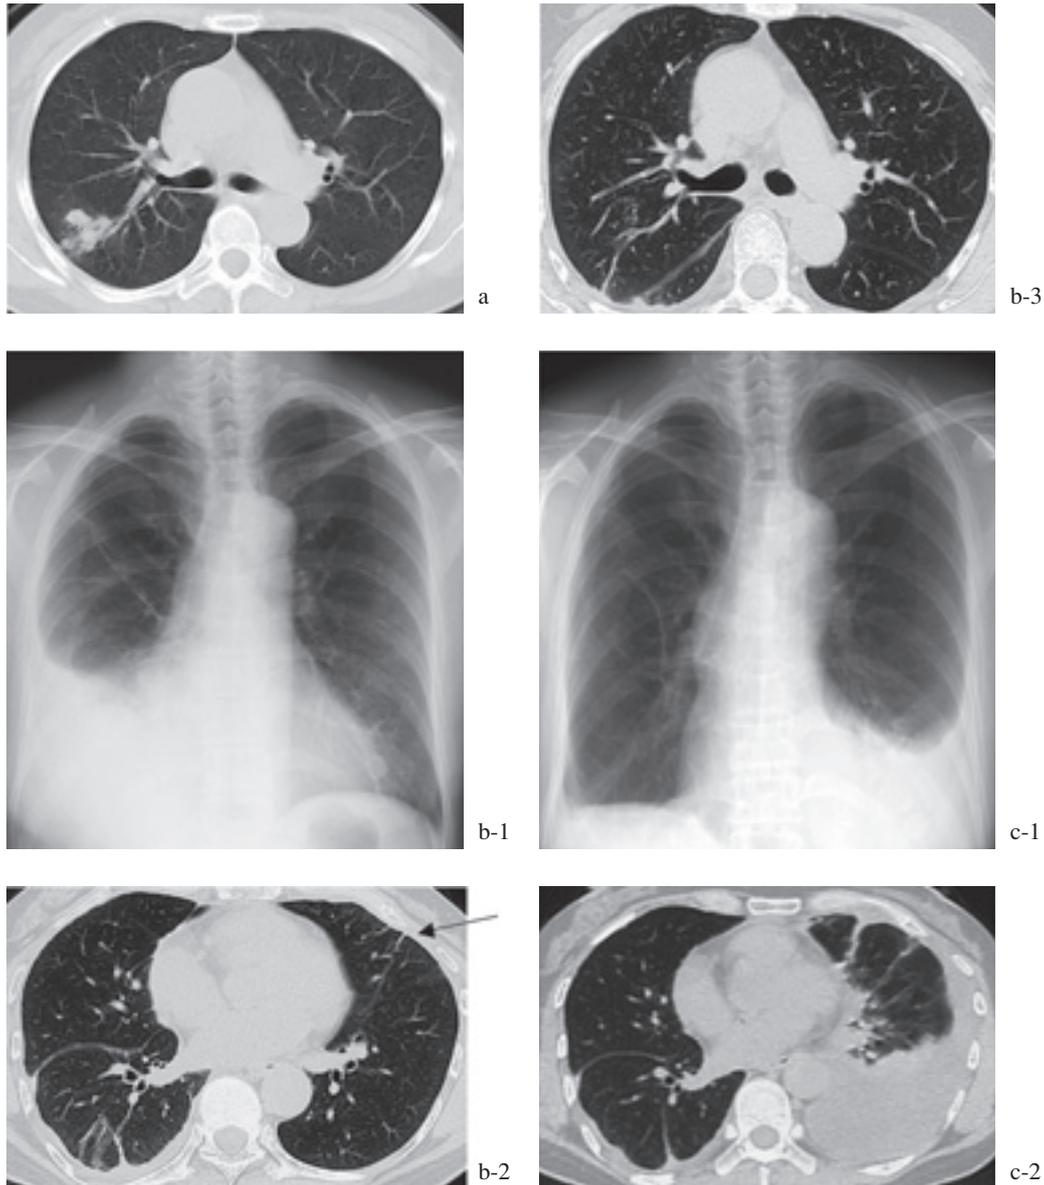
(a) Chest CT on 2008 showed multiple small nodular shadows in the upper lobe of the right lung. (b) Chest X-ray (b-1) on admission to another hospital (May 2010) showed right pleural effusion. Chest CT (b-2) showed the same findings. In addition, left pleura was slightly thickened, indicating the beginning of inflammation on the left pleura (\leftarrow). Multiple small nodular shadows that were found in the chest CT on 2008 changed into subpleural linear shadow. (b-3) (c) Chest X-ray (c-1) on second admission to our hospital (July 2010) showed left pleural effusion. Right pleural effusion was steadily decreased. Chest CT (c-2) at the same time showed left pleural effusion and that pleural thickening progressed. No new lesion of lung field was detected.
